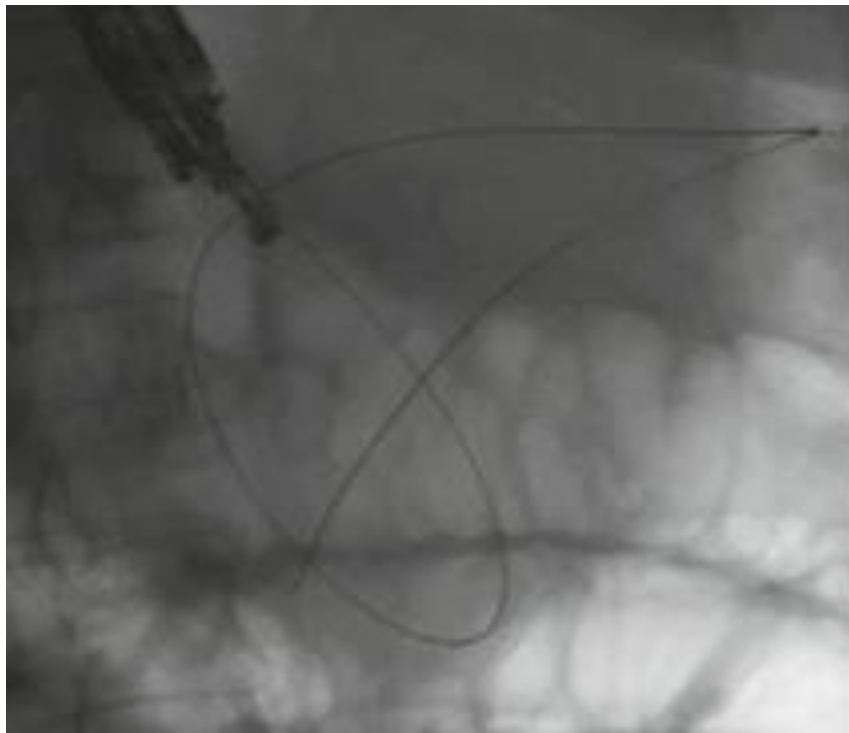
Введення та фіксація в порожнині відмежованого панкреонекрозу нітіолового провідника, рентгенологічний контроль.
